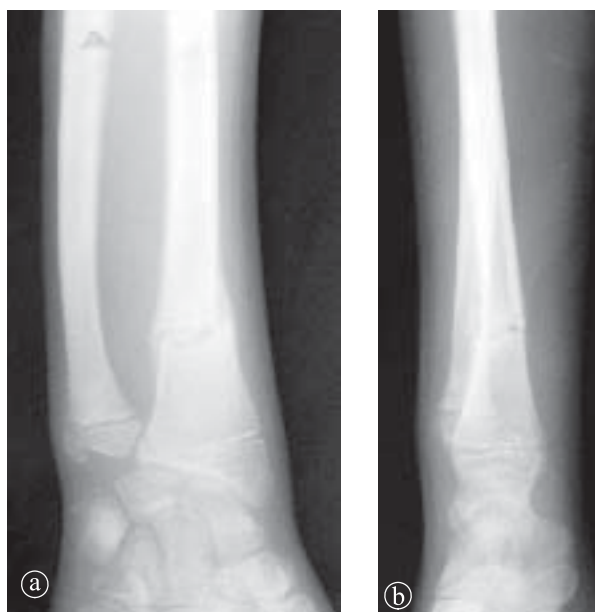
9. Fractură completă radius. Radiografie antebraț a) PA, b) LL.
